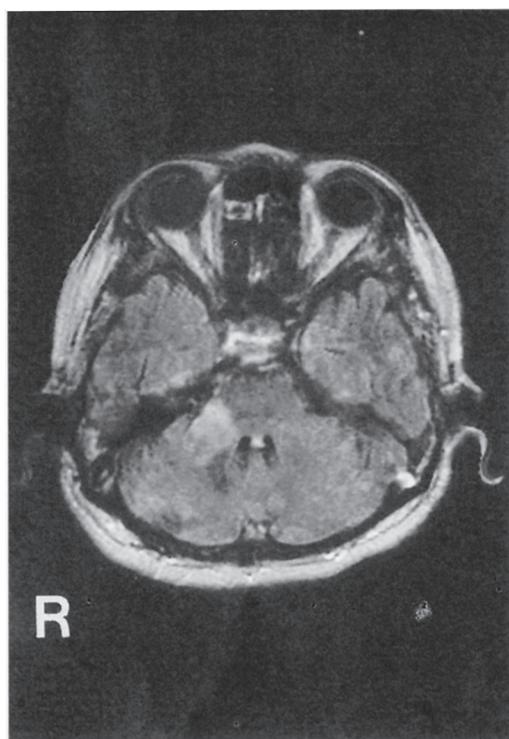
MRI of FRAIR image
